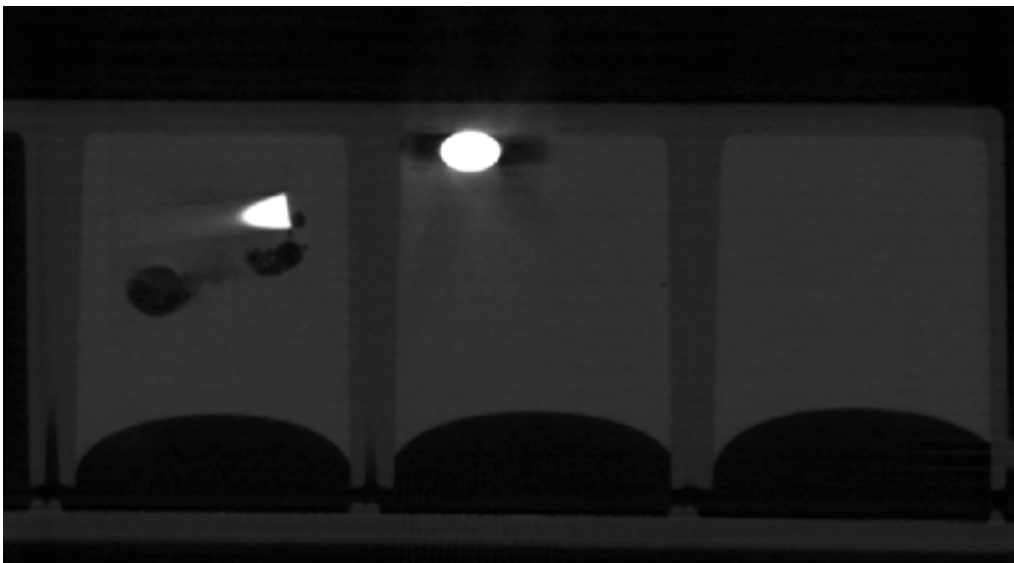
Die μ CT-Aufnahme nach 13 Tagen Zellkultur im 3D Gel mit undiff. hMSCs zeigt eine Blasenbildung bei Mg (links), kleine Luftblasen bei Ti (Mitte) sowie implantatfreiem Gel (rechts); DonorIn 6 – Passage 3
